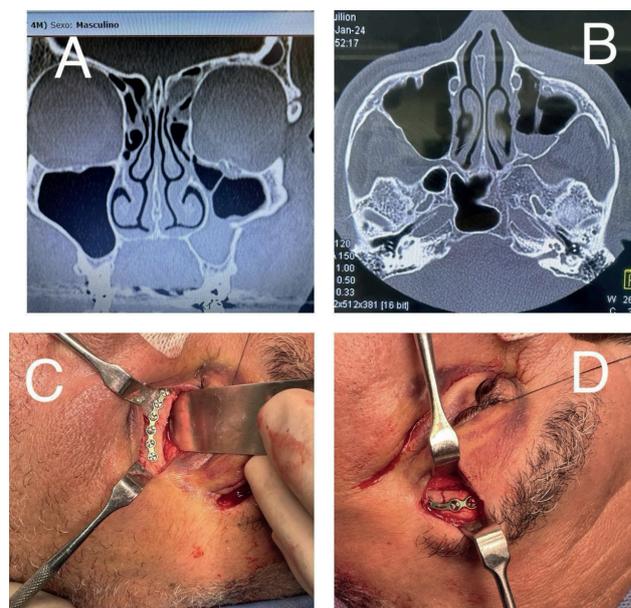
A. TC de face corte coronal; B. TC de face corte axial; C. Acesso subtarsal; D. Acesso superciliar.
